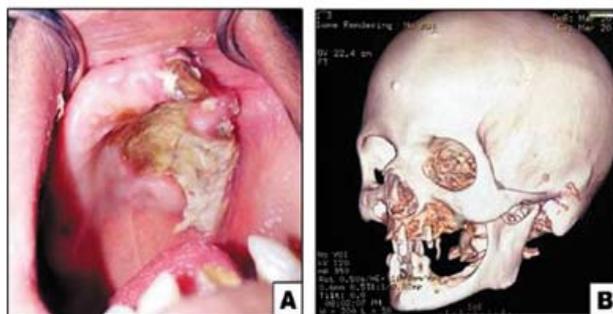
(А) Некротизированное твердое небо, верхняя челюсть слева слева. (Б) Многосрезовая компьютерная томография 3D реконструкция, показывающая деструкцию верхней челюсти и нижней трети скуловой кости слева.
